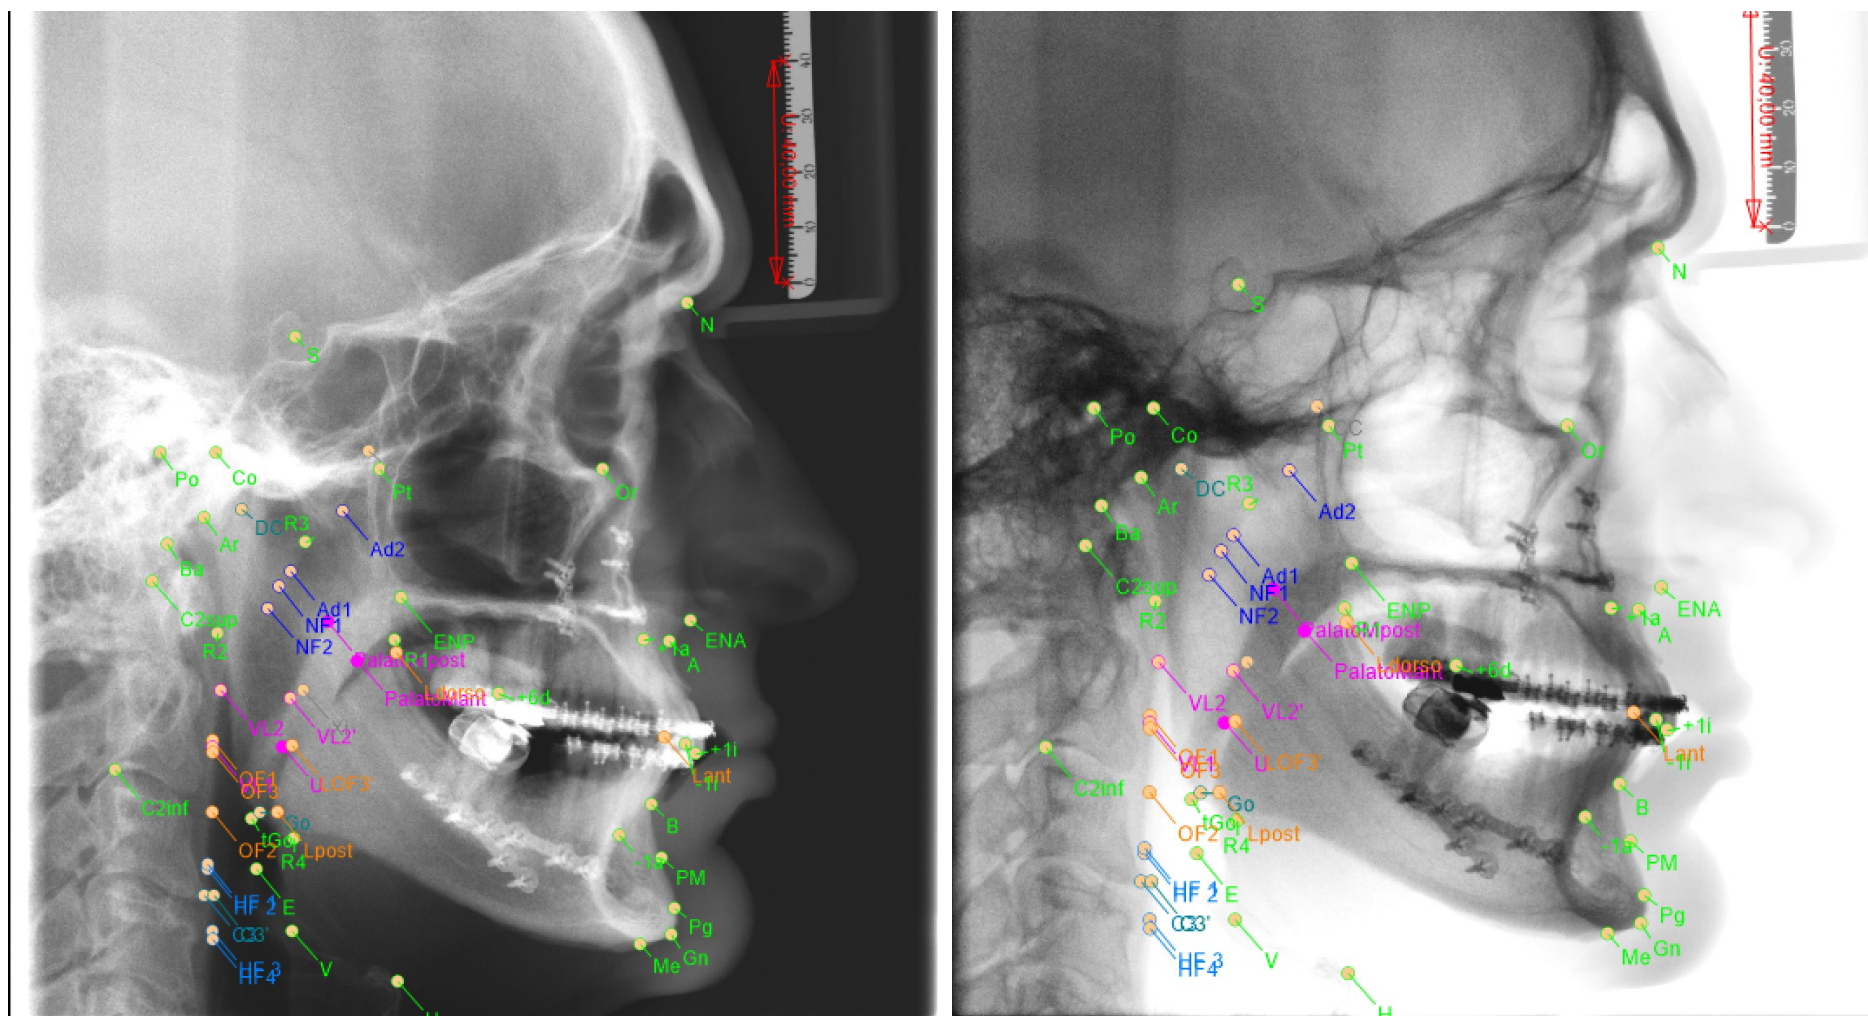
Caso 1: Telerradiografia pós operatória (normal e negativo).
